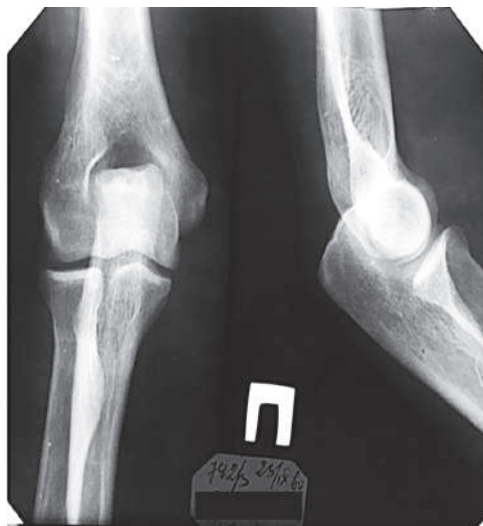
Рентгенограммы правого локтевого сустава в прямой и боковой проекциях
